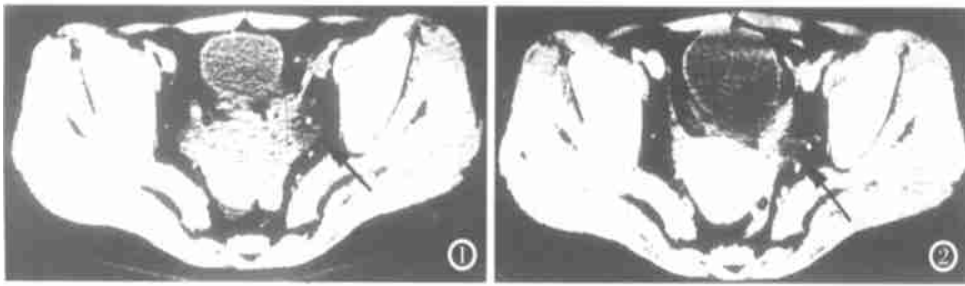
子宫左旁有一肿块内侧紧贴子宫,中央密度较,CT值16HU。
